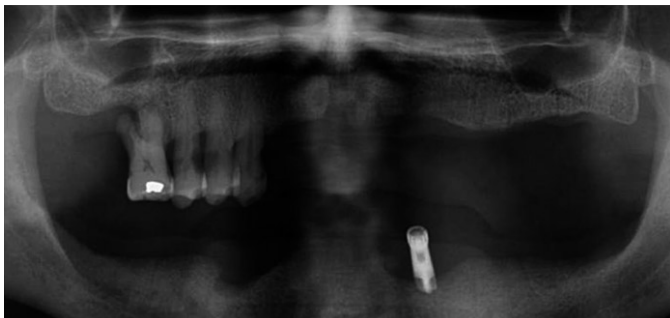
Panoramic radiograph of 7 years ago.
